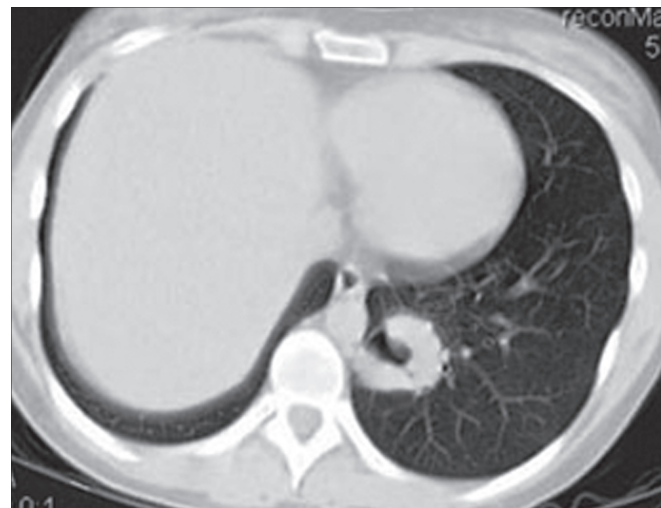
КТ-грамма при специфическом поражении легочной ткани узлового характера с воздушной полостью в центральных отделах при неходжинской лимфоме.
